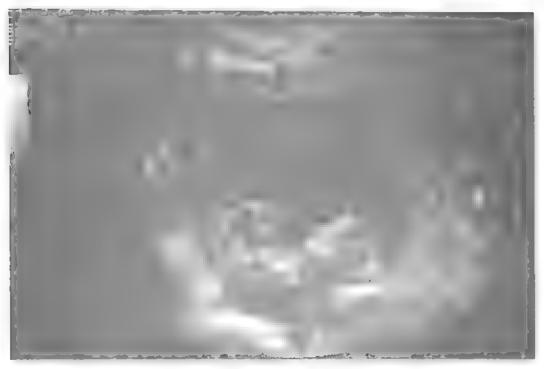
Longitudinal sonogram of a pregnant uterus at 11 weeks showing the intrauterine gestational sac (black arrowheads) and the amniotic cavity (AC) filled with amniotic fluid; the fetus is seen in longitudinal section with the head (H) and coccyx (C) well displayed. The myometrium (MY) of the uterus can be identified. (Courtesy of Dr. Leslie Scoutt.)
